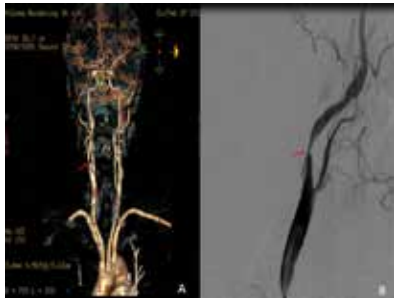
(A, B) 95% stenosis in the right internal carotid artery in computed tomography and diagnostic angiography.
